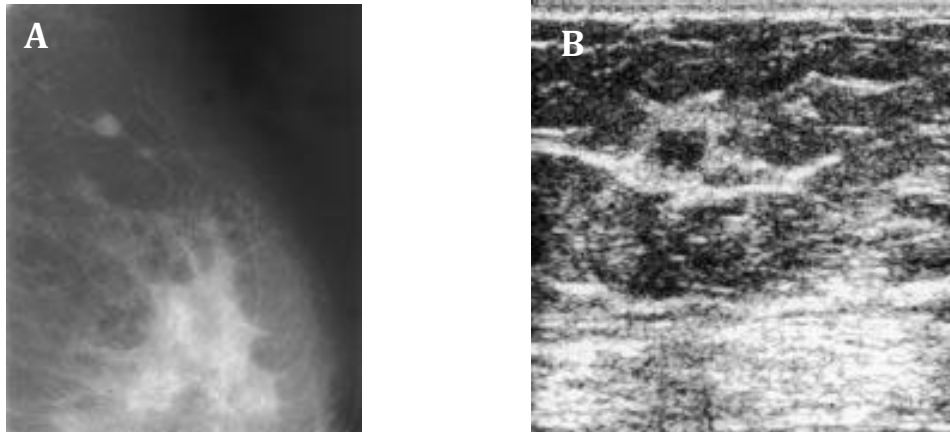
complémentarité de l'échographie.
